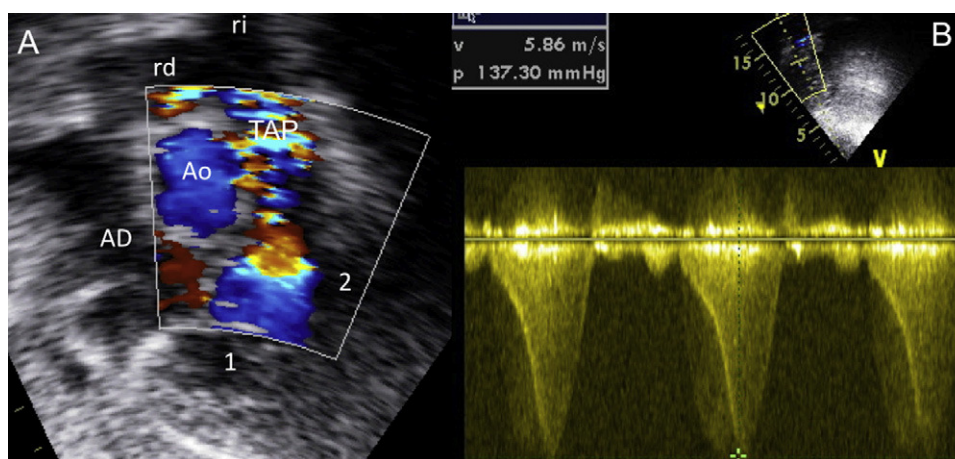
Ecocardiograma bidimensional subcostal con Doppler color en el eje corto panorámico (A), que muestra 2 cámaras del ventrículo derecho, proximal (1) y distal (2), e isovelocidad en el sitio de obstrucción medioventricular. Con Doppler continuo (B) se registró un gradiente intraventricular derecho de 137 mmHg.
